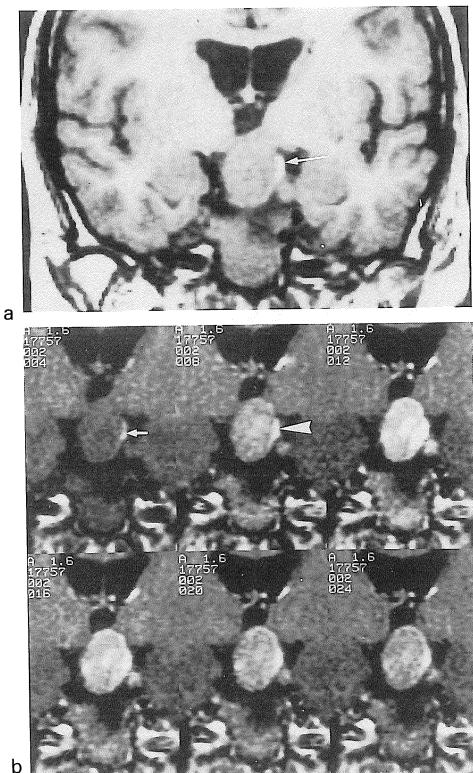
a) T1-weighted coronal image of macroadenoma. A small hyperintense structure is noted on the left upper portion of the macroadenoma (arrow).
